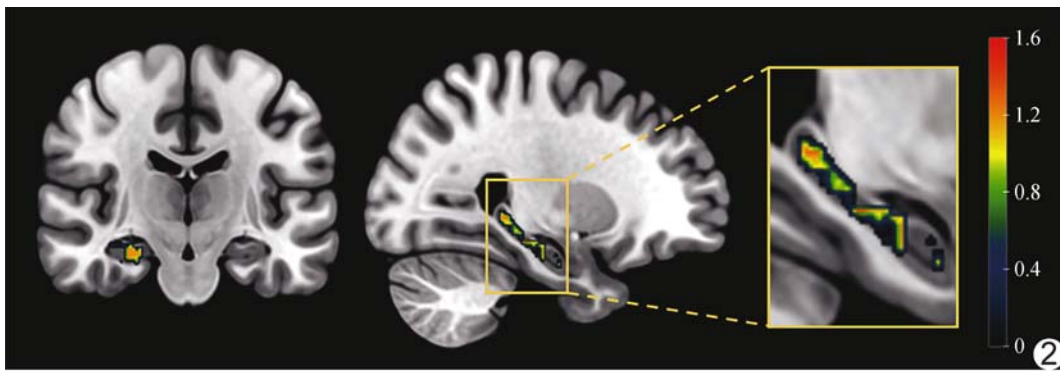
AD 组与 HC 组海马体素水平分类特征可视图 (特征: FDG\_R\_wavelet-LHH\_glszm\_SmallAreaHighGrayLevelEmphasis) (色带值代表 SHAP 值)
